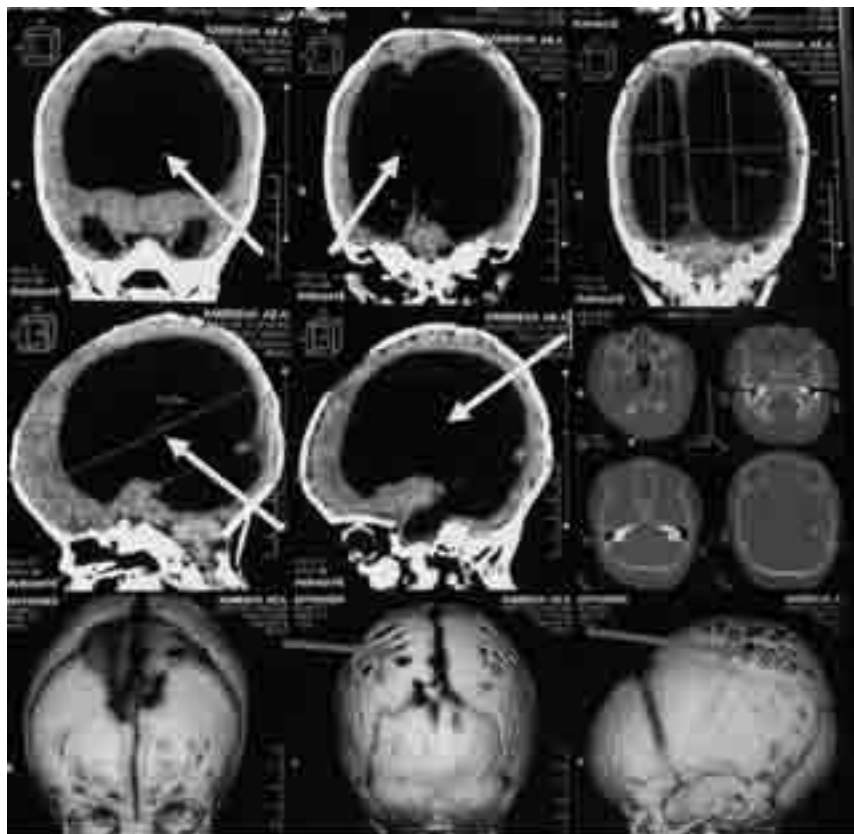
СКТ больной К. до операции (стрелками указана желудочковая система, деформация костей свода черепа)
